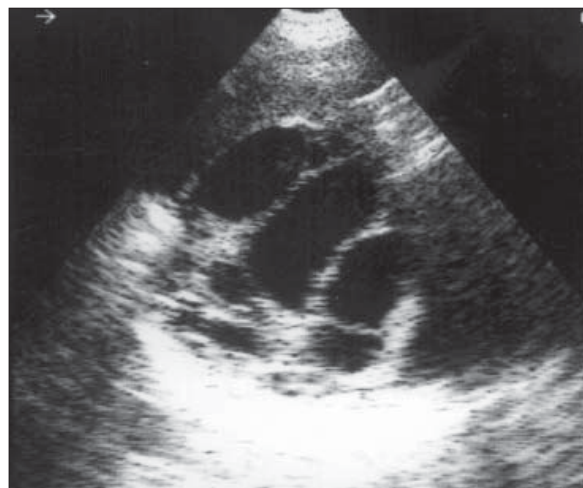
Ecografie. Boală polichistică hepatică. 12 ani. Imagini chistice multiple. Ficatul are ecogenitate crescută.
